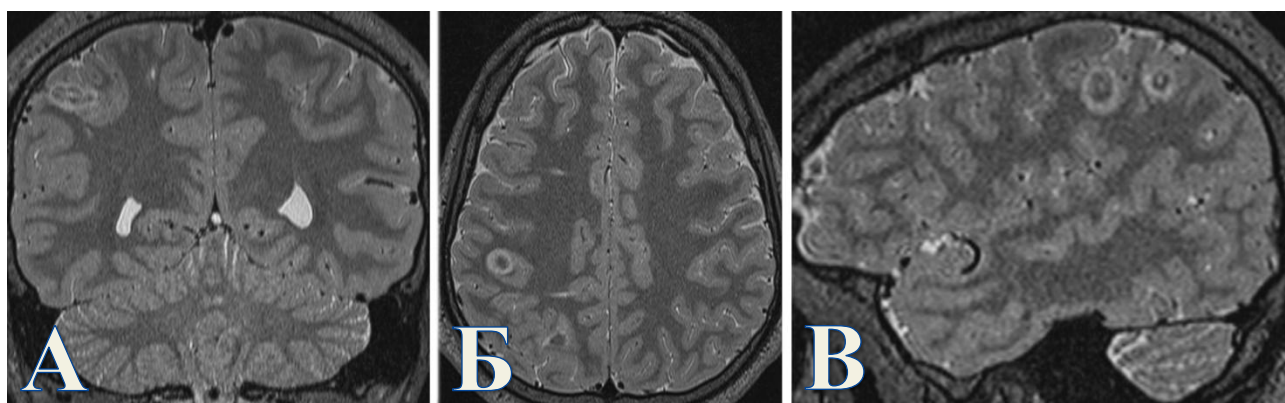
Контрольная МРТ головного мозга в последовательности T2-ВИ после проведения радиочастотной термокоагуляции и удаления глубоких электродов пациенту К. В конвекситальных отделах правой теменной доли визуализируются зоны деструкции с умеренным перифокальным отеком. А. Коронарная проекция. Б. Аксиальная проекция. В. Сагиттальная проекция.
